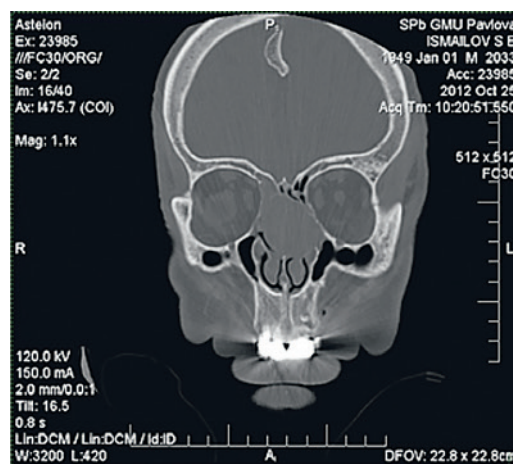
КТ пациента с мукоцеле перегородки носа. Определяется объемное образование в средней части перегородки носа, пролабирующее в область решетчатого лабиринта, ограниченное стенками орбит с двух сторон
